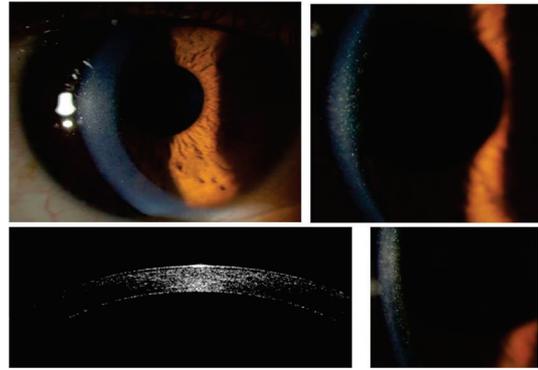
paciente 1 – Imagens biomioscópicas das opacidades puntiformes, finas, difusas, policromáticas, no estroma posterior da córnea (acima e abaixo à direita); tomografia de coerência óptica da córnea mostrando pontos hiperrefletivos no estroma posterior (abaixo à esquerda)
